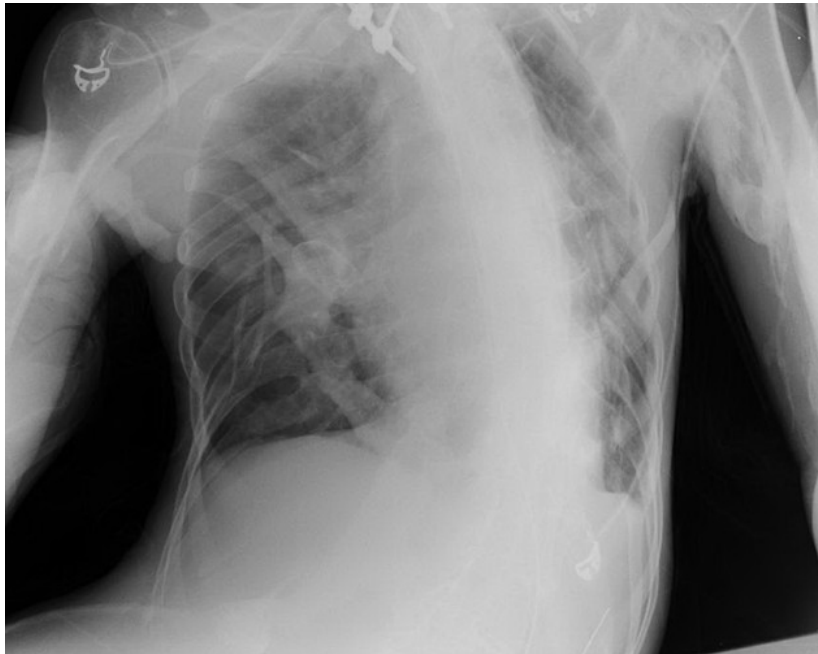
Radiographie de thorax d'un patient atteint de FOP.
